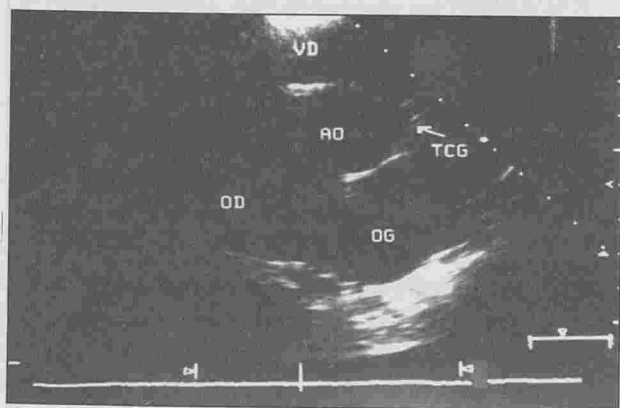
coupe parasternale petit axe : aspect hyperéchogène du tronc coronaire gauche
